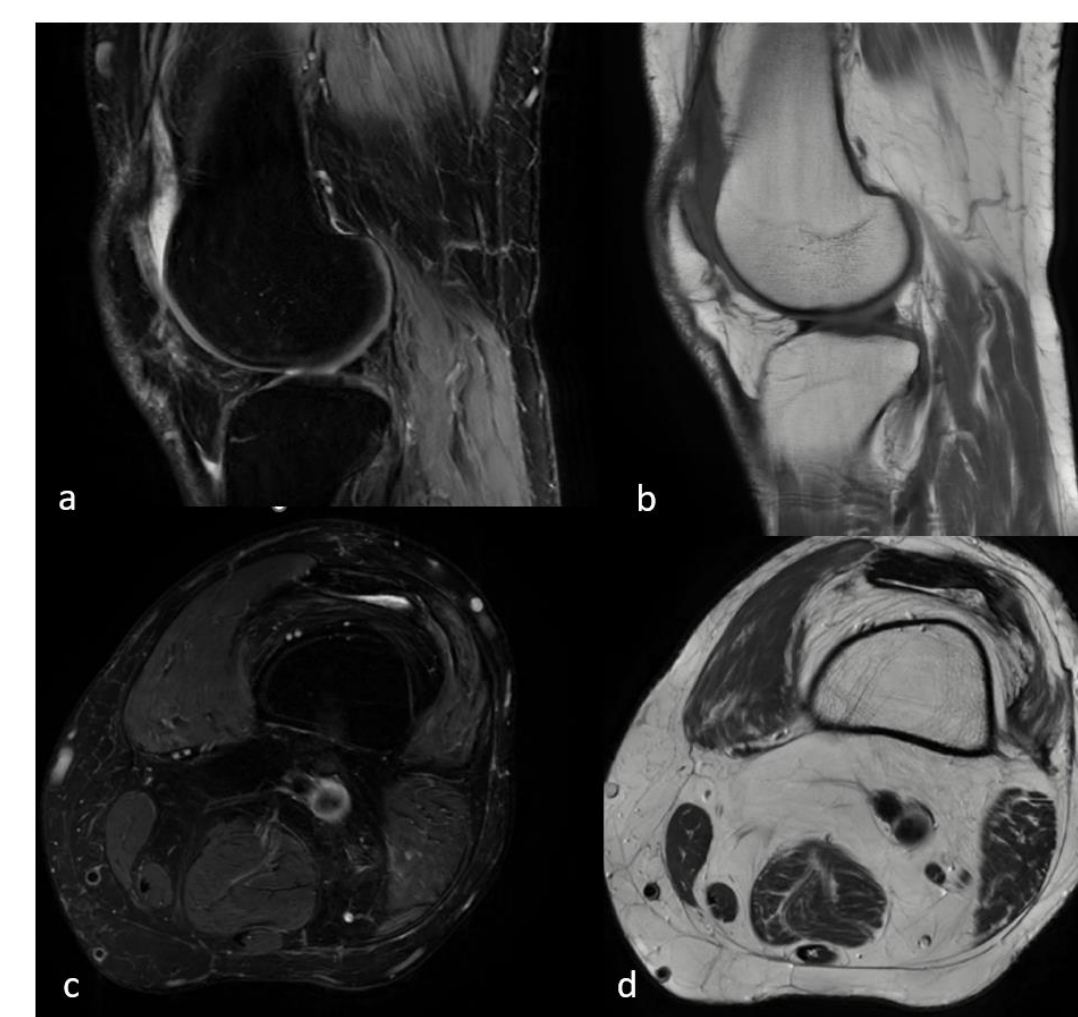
Resonancia magnética sin signos de recidiva local a las 8 semanas postquirúrgicas. Leve derrame intraarticular, localizado principalmente en el receso suprapatelar.
